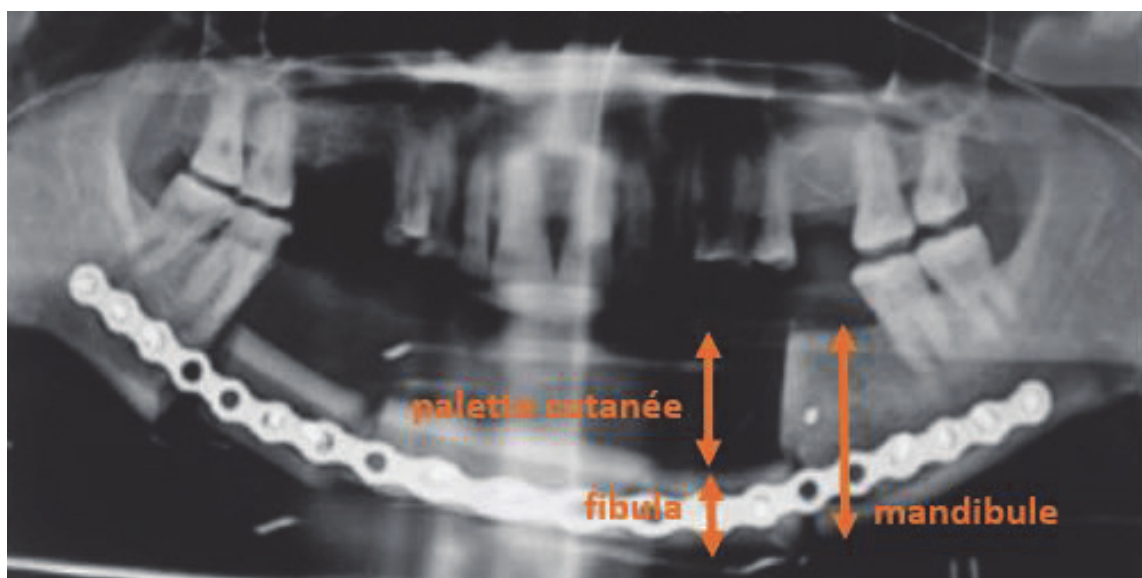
Radiographie panoramique après reconstruction par LLF. Nous observons la différence de hauteur osseuse entre la mandibule et la fibula (Kumta 2015) (38).
